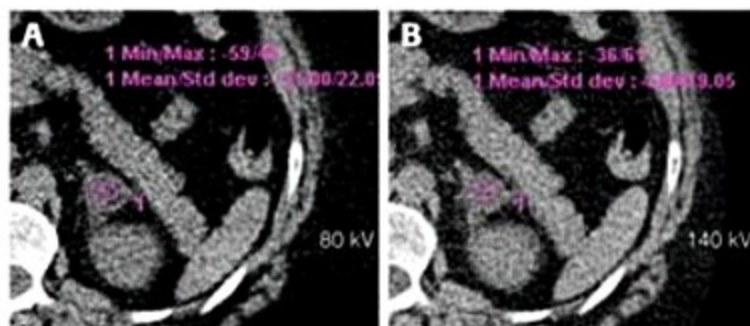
Avaliação de adenoma pela técnica de Dupla Energia por Tomografia. Observar que a lesão exibe densidades diferentes nas energias de 80 kV (A) e 140 kV (B), mensurada em -11 UH na primeira e 4 UH na última. A redução de densidade na menor energia é característica de tecidos com gordura, possibilitando a caracterização da lesão como provável adenoma.
